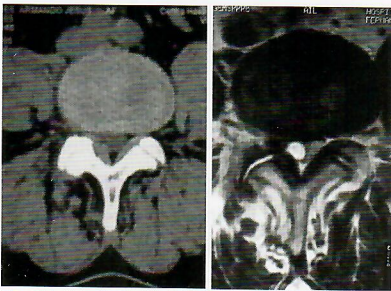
Corte axial de L4-L5 de TAC e RMN em doente com cialgia de L5 direita por quisto sinovial L4-L5, apenas visível na RMN.
